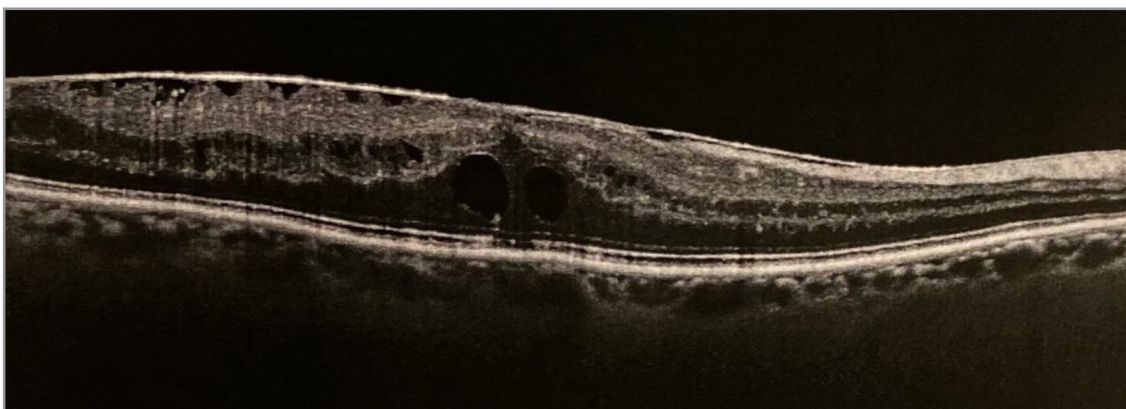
Membrana Epiretinica rilevata alla Tomografia Ottica Computerizzata (OCT)
